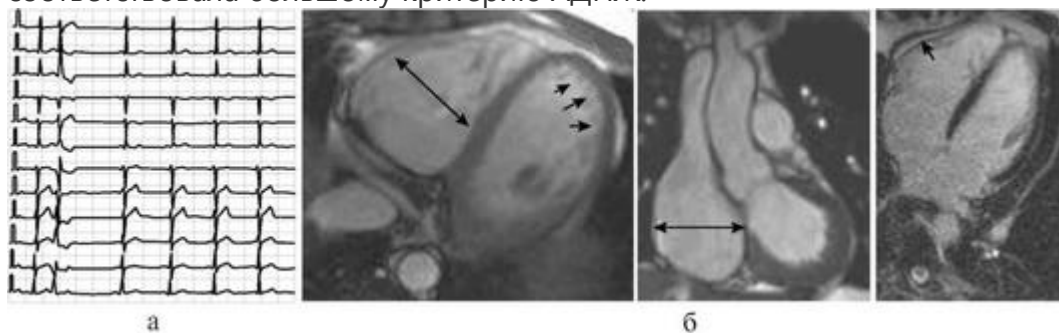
ЭКГ (а) и магнитно-резонансная томограмма (б) сердца больного Ч., 28 лет. Электрокардиограмма (скорость записи - 25 мм/с): значительное увеличение размеров правого желудочка (указано двунаправленными стрелками), повышенная трабекулярность в области боковой стенки левого желудочка (левая томограмма), отсроченное накопление гадолиния в миокарде правого желудочка (правая томограмма) (пояснения см. в тексте)
